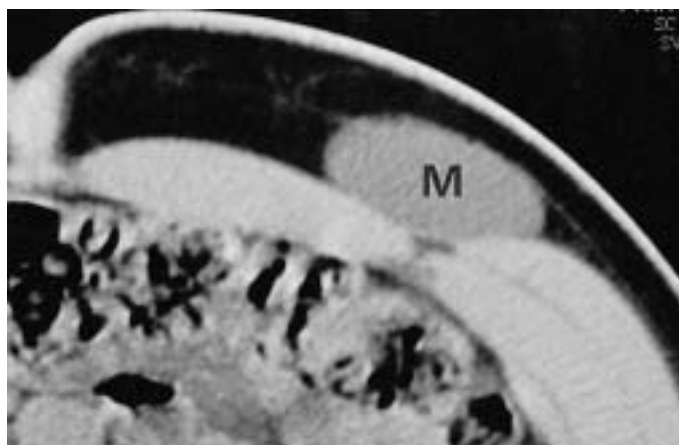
Lipome interpariétal : aspect TDM.
